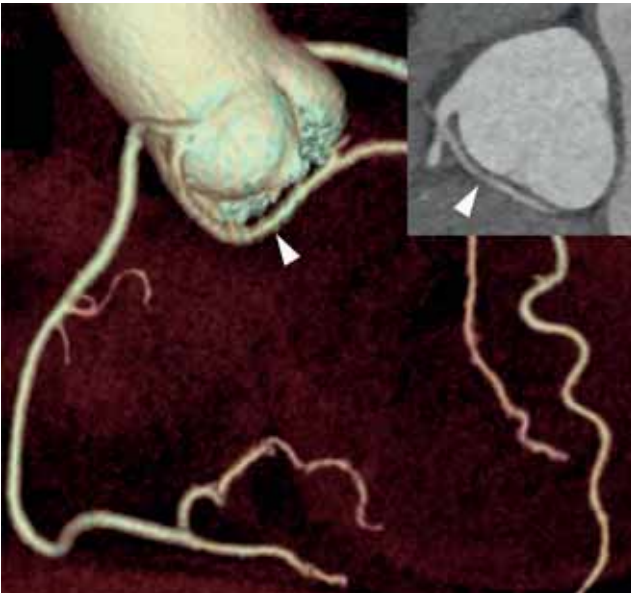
Artère circonflexe ectopique avec trajet rétroaortique. Images TDM (rendu volumique et reconstruction 3D) d'une artère circonflexe connectée dans le sinus droit avec un trajet rétroaortique (têtes de flèches).
